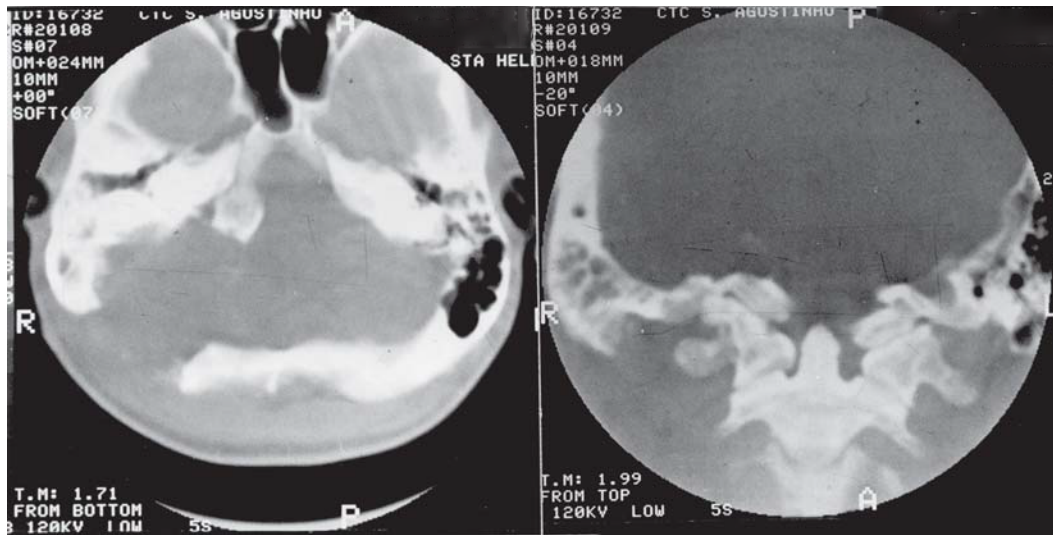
Tomografia computadorizada pós-operatória com os sinais da ressecção óssea realizada.
